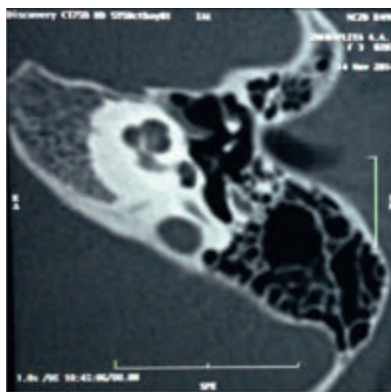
Компьютерная томограмма височной кости у ребенка в норме
